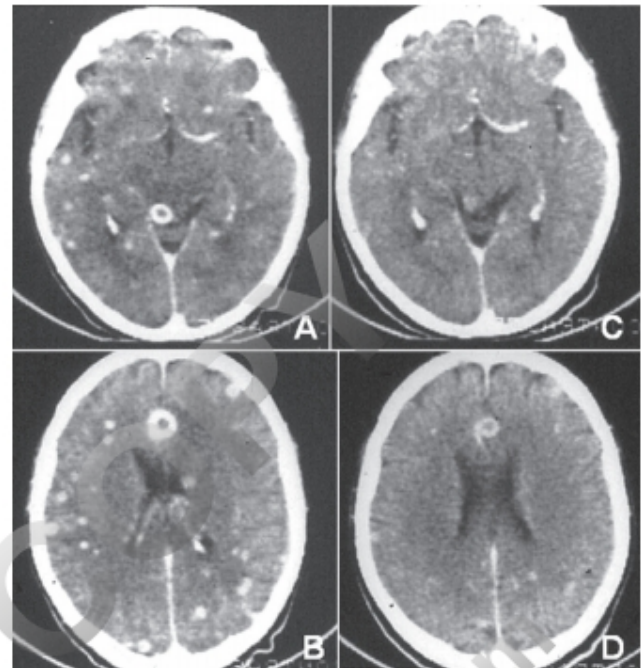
Figura e15.5 Tuberculomas múltiples. TC con contraste. A y B. En el momento del diagnóstico. C y D. Las lesiones se reducen o desaparecen con el tratamiento inicial.
